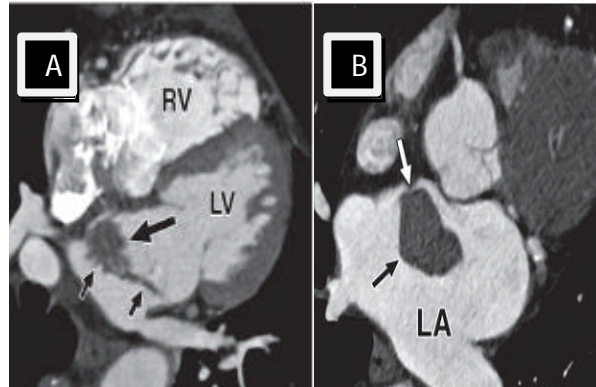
TAC de tórax con contraste.
